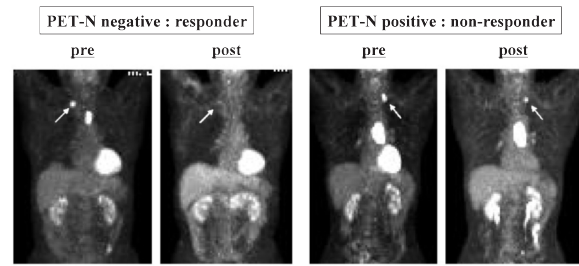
治療前 PET-N positive 症例に対する術前化学療法後の FDG-PET による治療効果判定
